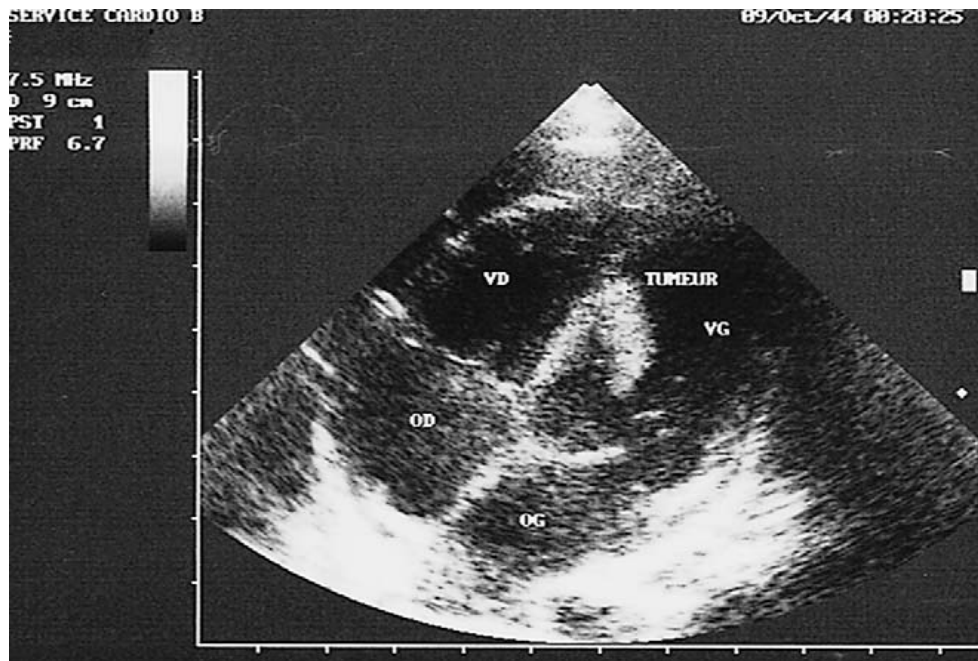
Image échocardiographique en coupe apicale quatre cavités mettant en évidence une masse hyperéchogène, ovoïde, appendue au septum inter-ventriculaire.
